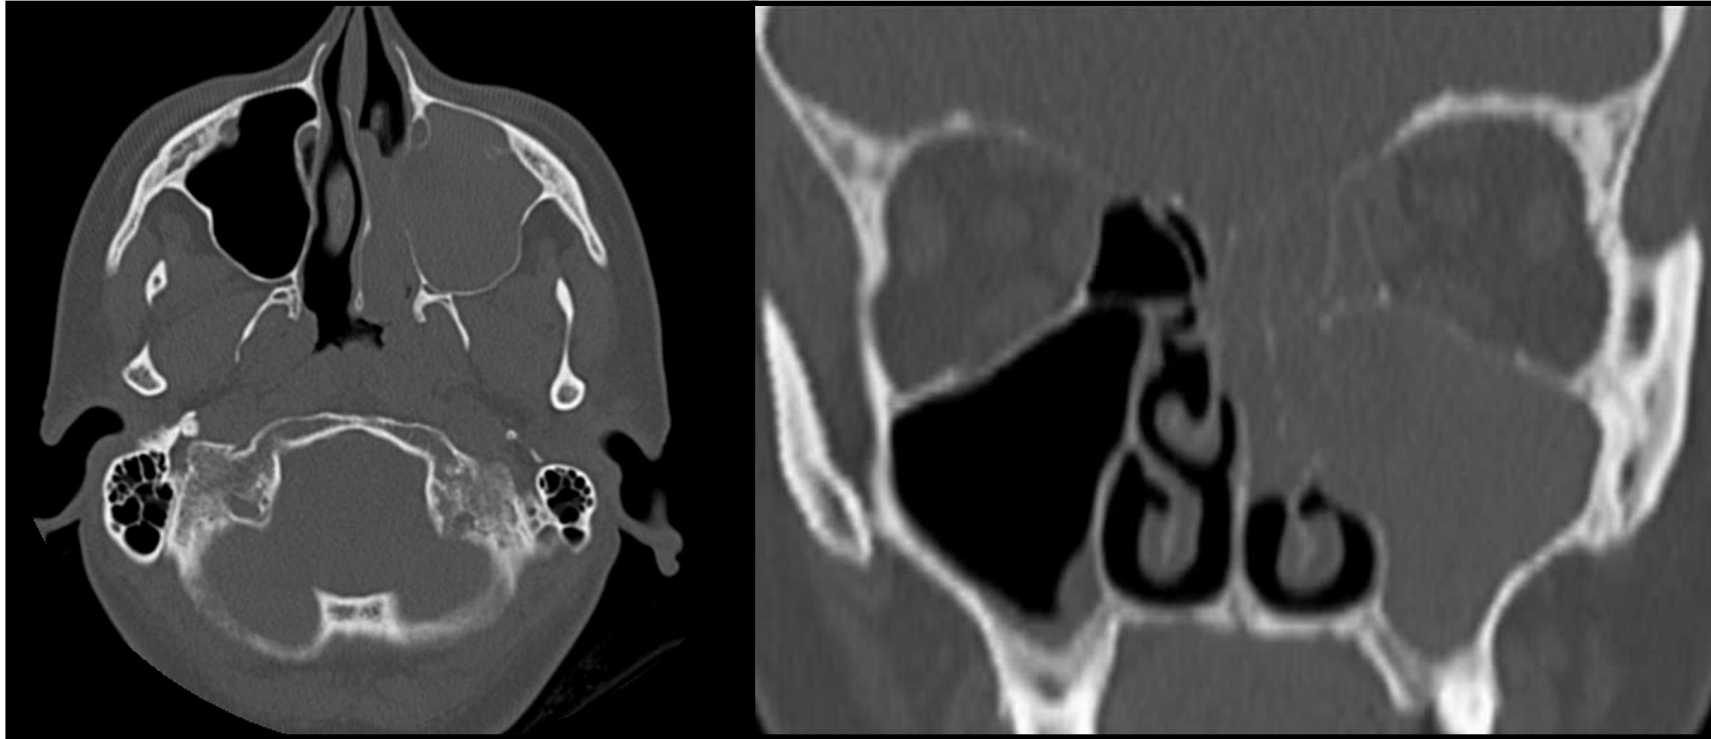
TC SENOS PARANSALES SIN CIV Y CON FILTRO ÓSEO:
